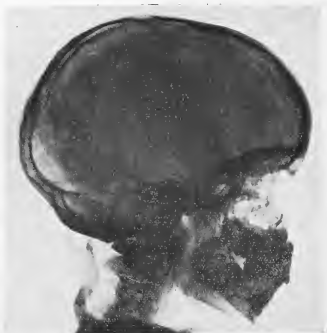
Radiographie de la tête.
